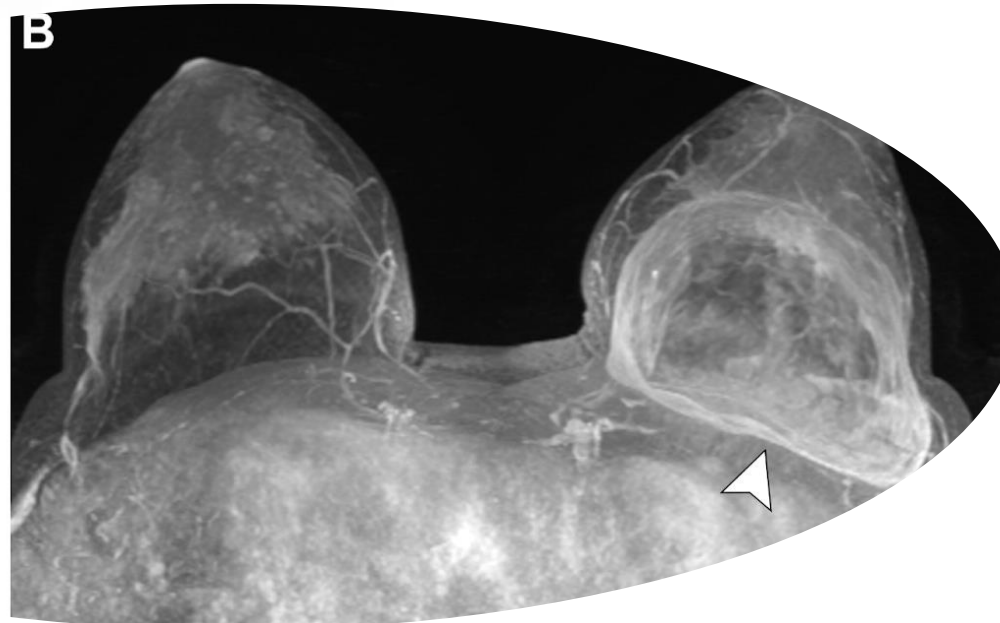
Líquido periprotésico izquierdo y capsulitis. (A) RM en T2 sagital: colección líquida peri implante retroglandular izquierdo (flecha). (B) La reconstrucción de RM en proyección de máxima intensidad (MIP) axial: realce capsular asimétrico, más en lado izquierdo (cabeza flecha); reacción inflamatoria exacerbada de la cápsula o capsulitis. Tratamiento antibiótico, mejoría clínica.
